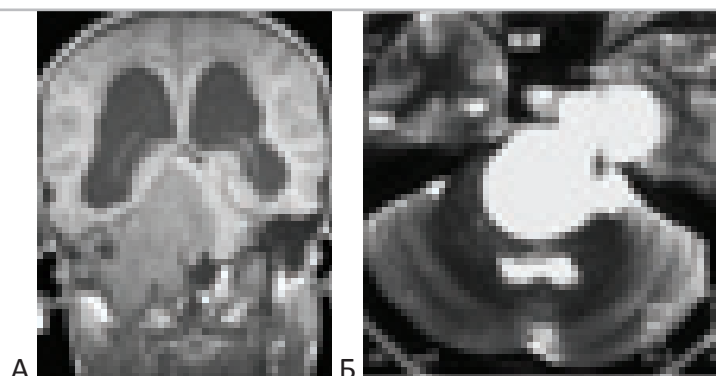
Дифференциальная диагностика хордомы и невриномы тройничного нерва. “А” – невринома V нерва, “Б” – хордома по данным МРТ сходная с невриномой Гассерова узла тройничного нерва.
